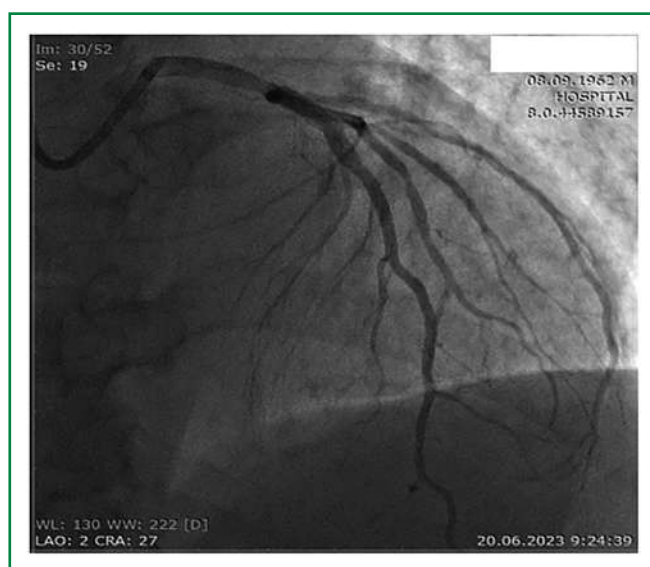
Клинический случай 1. Рентгенэндоваскулярная баллонная вазодилатация с имплантацией стента в проксимальную треть ПМЖВ, баллонная ангиопластика устья ДВ (d=2 мм)
